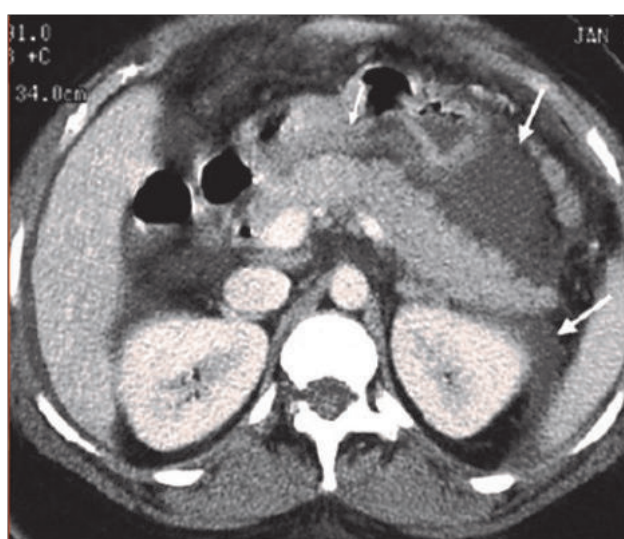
КТ-картина панкреонекроза.
